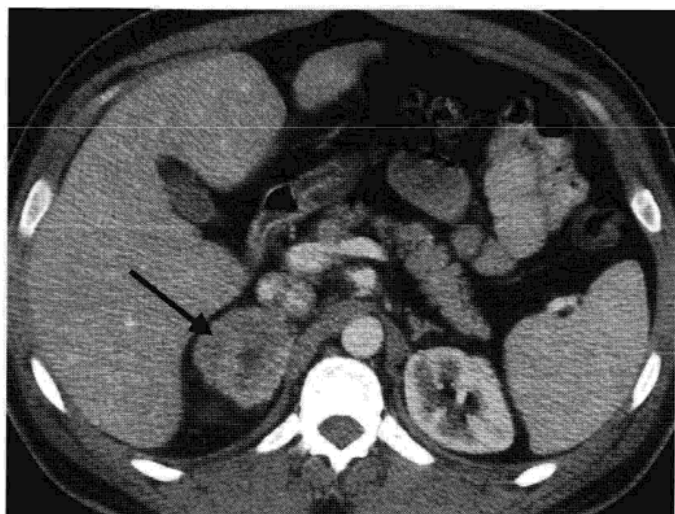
肾上腺嗜铬细胞瘤。增强后 CT 显示右肾上腺一不均匀强化的肿块(箭头)。
